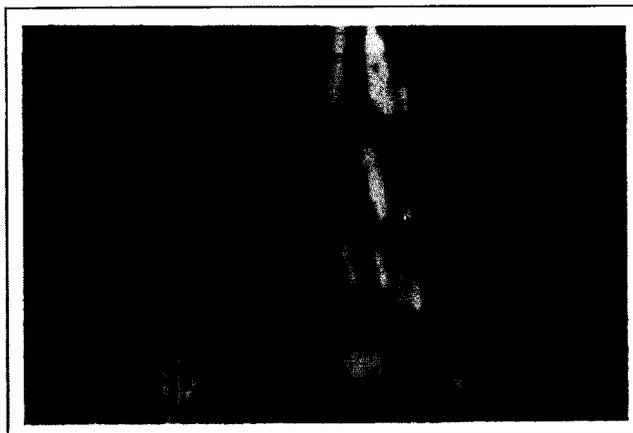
Mielotomografía.
